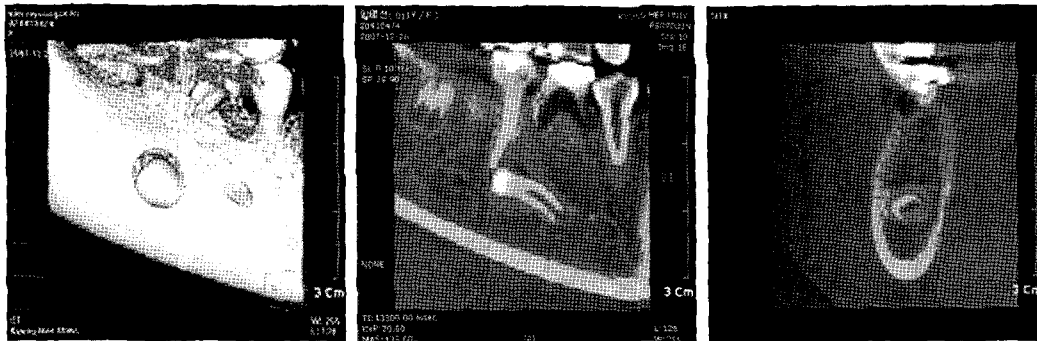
Dental Cone Beam CT of pretreatment.
